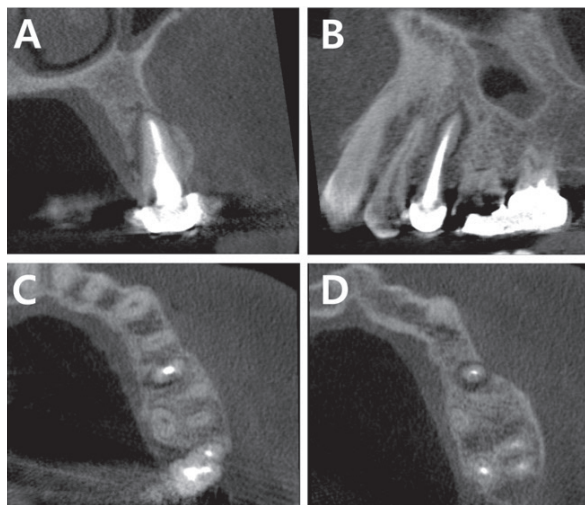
Preoperative CBCT images. (A) Coronal, (B) Sagittal, (C) Axial (middle 1/3), (D) Axial (apical 1/3) view
